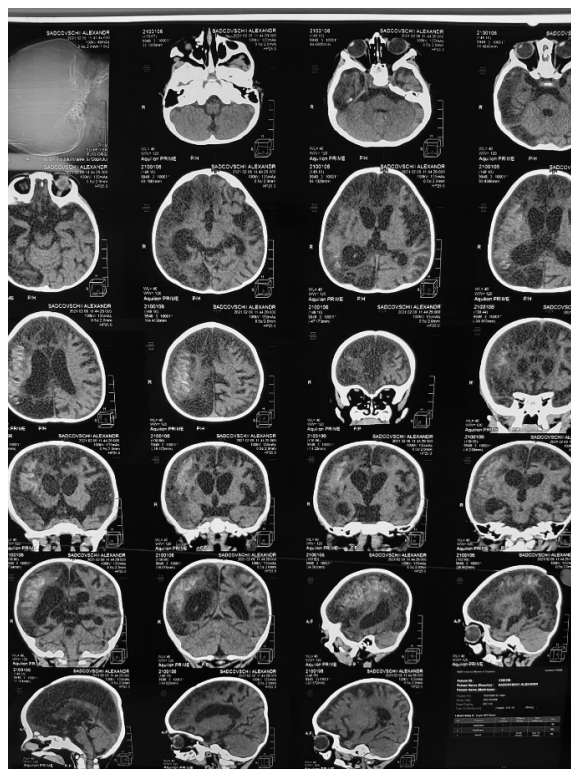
CT cerebrală (14.01.2021) date sugestive pentru leziuni degenerativ-distructive în regiunile fronto-parietale și periventriculare, encefalomalacie pe dreapta de genă hipoxico-ischemică asociată cu necroză corticală laminară. Modificări atrofice corticale.
